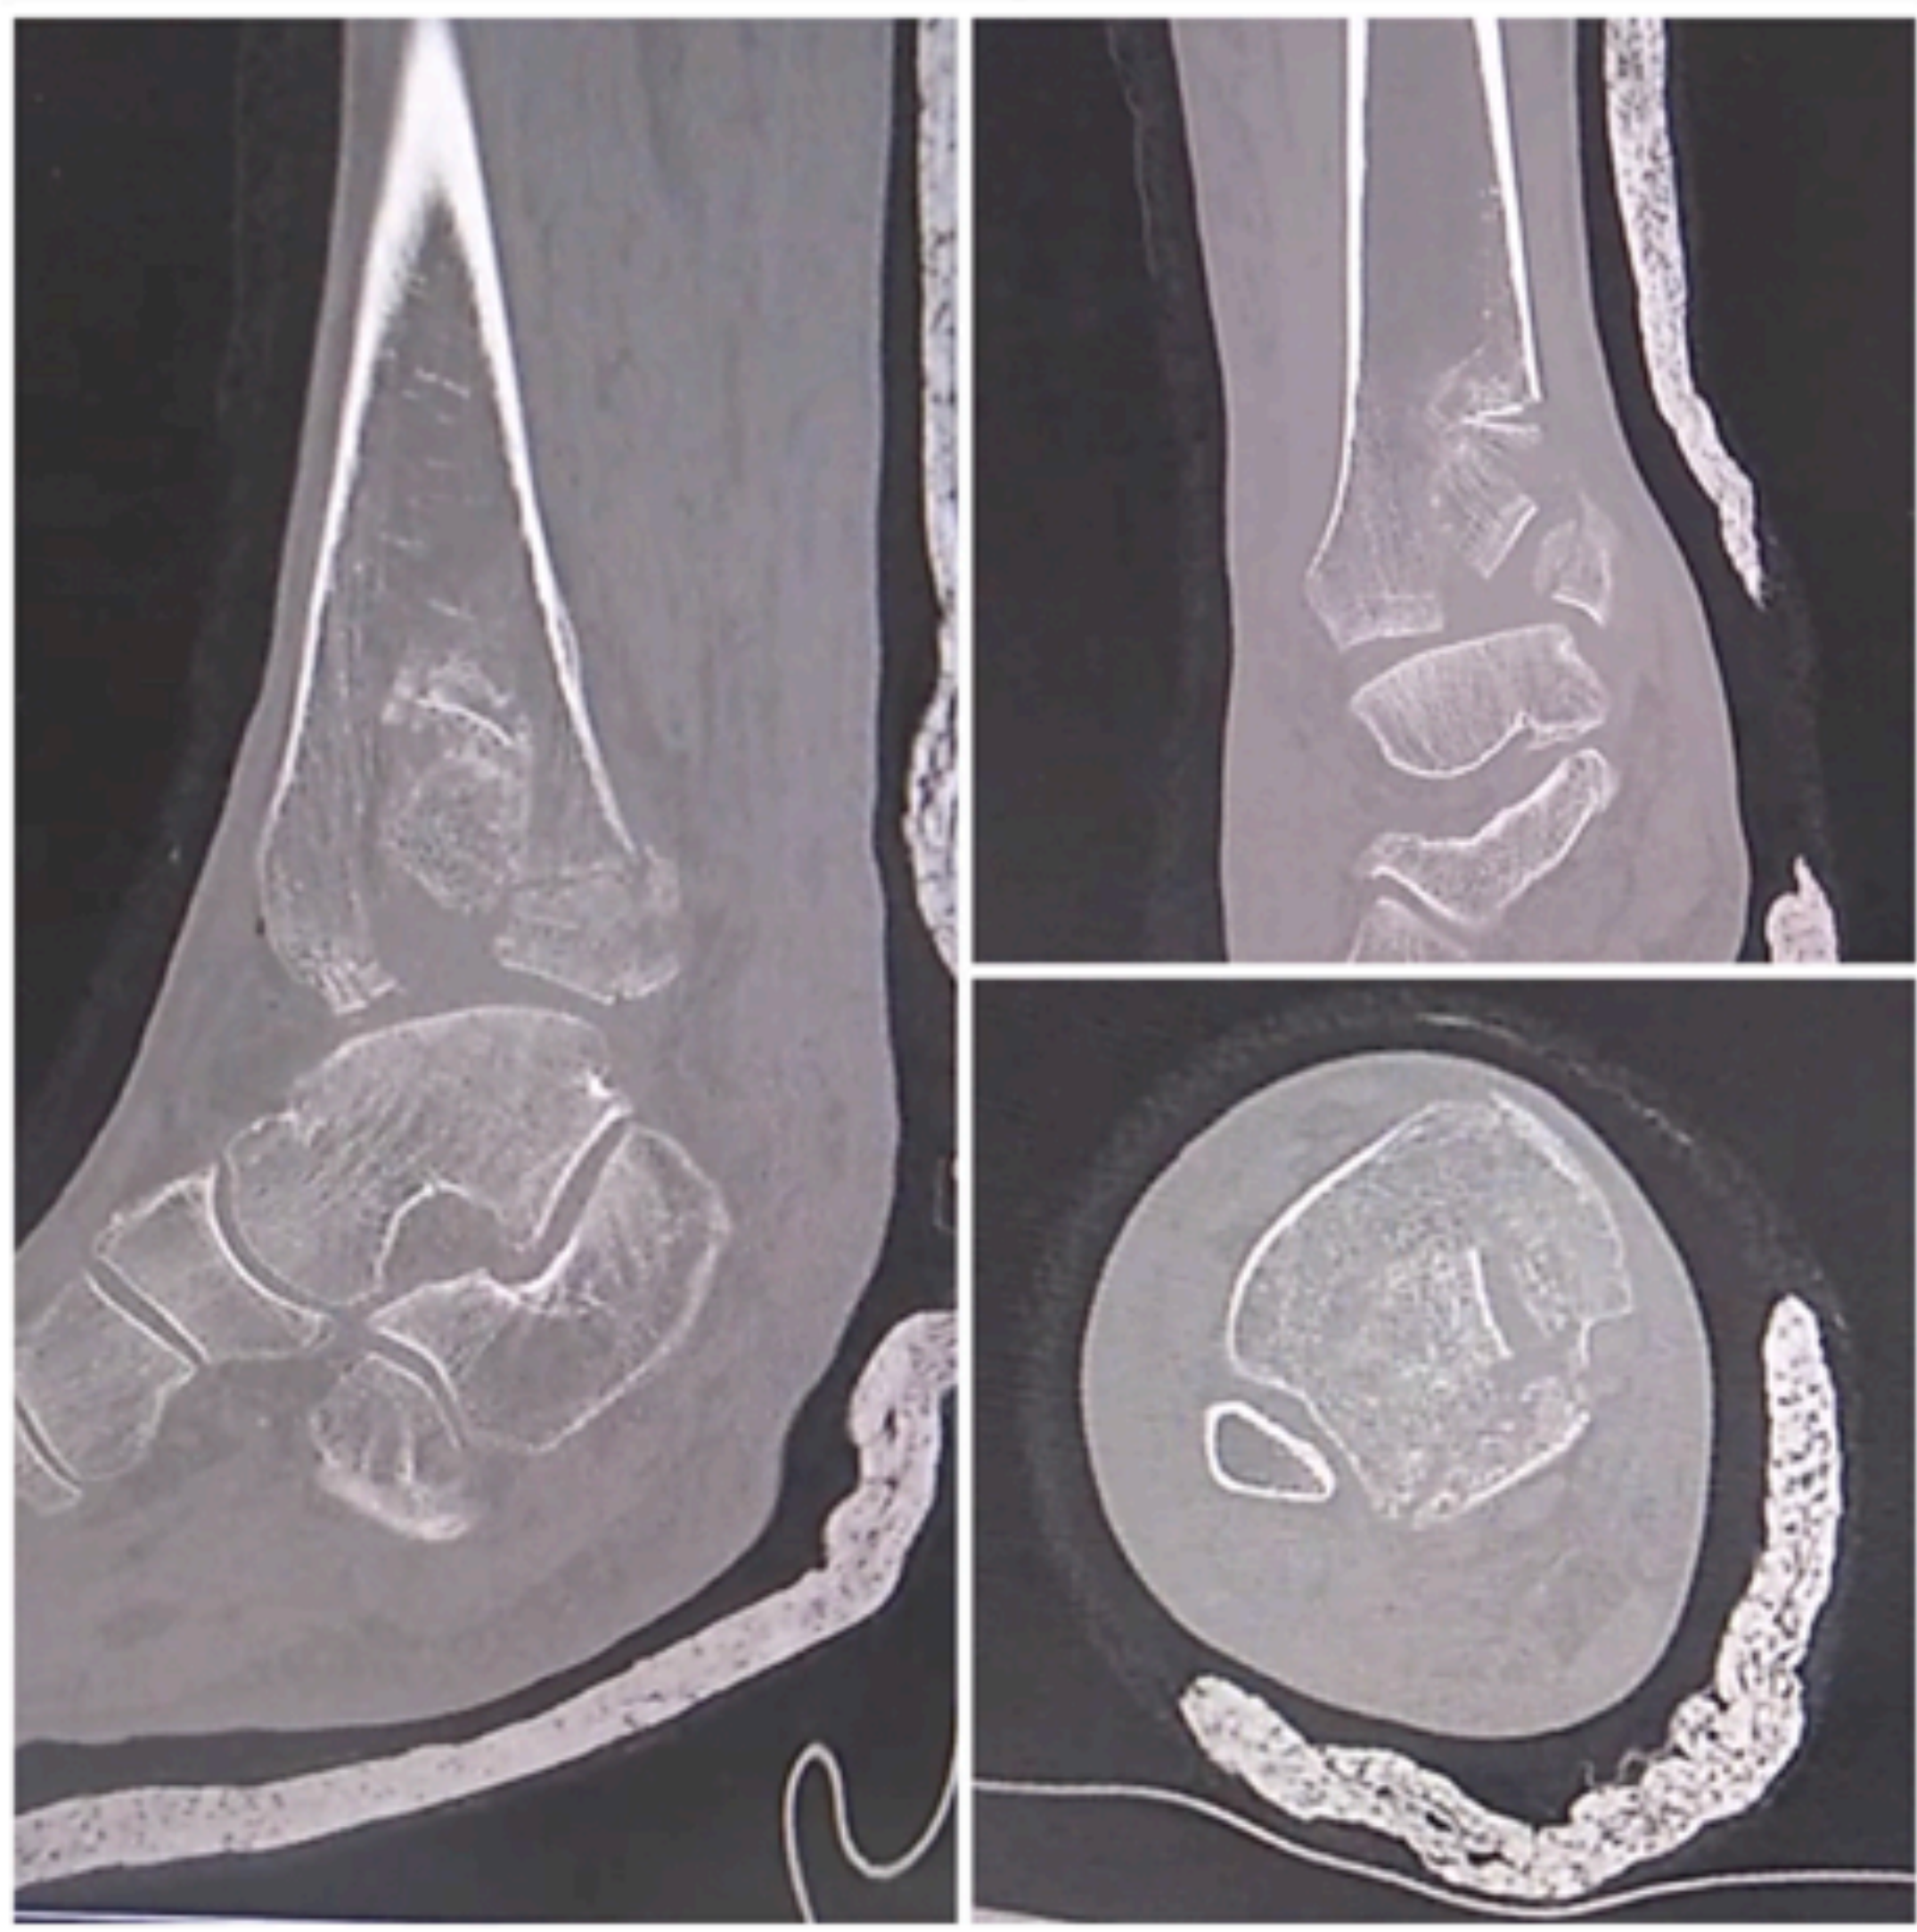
Composición de imágenes de estudio de TC, donde se evidencia la lesión.
